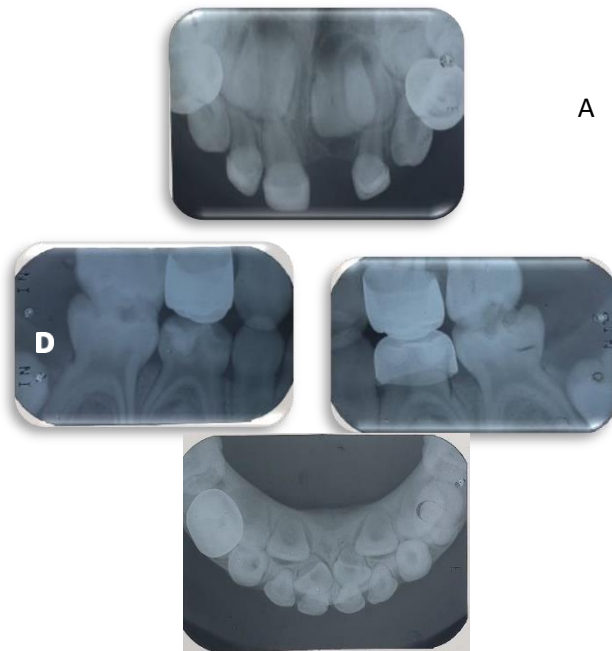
Radiografías control (A) Oclusal superior, (B) oclusal inferior (C) aleta mordible izquierda, (D) Aleta mordible derecha.
